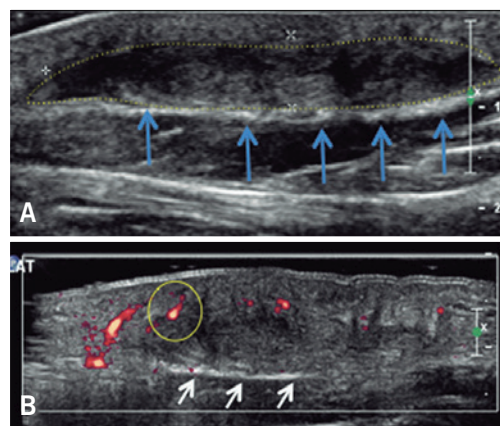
Ecografía. A) Imagen hipoeoica (línea de puntos) correspondiente a zona de tejido fibroso proliferativo, plano muscular subyacente respetado (flechas). B) Modo power color muestra hipervascularización a predominio periférico y distal (círculo), plano muscular respetado (flechas)
